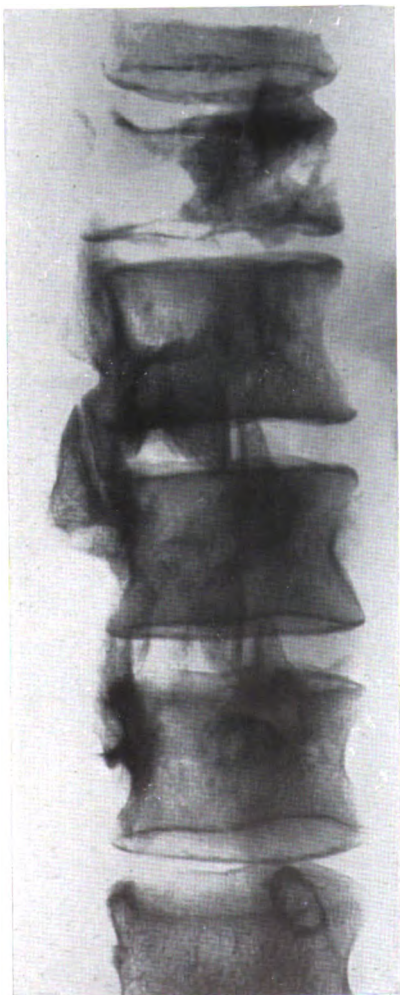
ter.* — Localisation dorso-lombaire non irradiée. Radiographie de la pièce anatomique. Infiltration diffuse. Aspect pseudo-cavitaire. Aucune réaction de défense.
